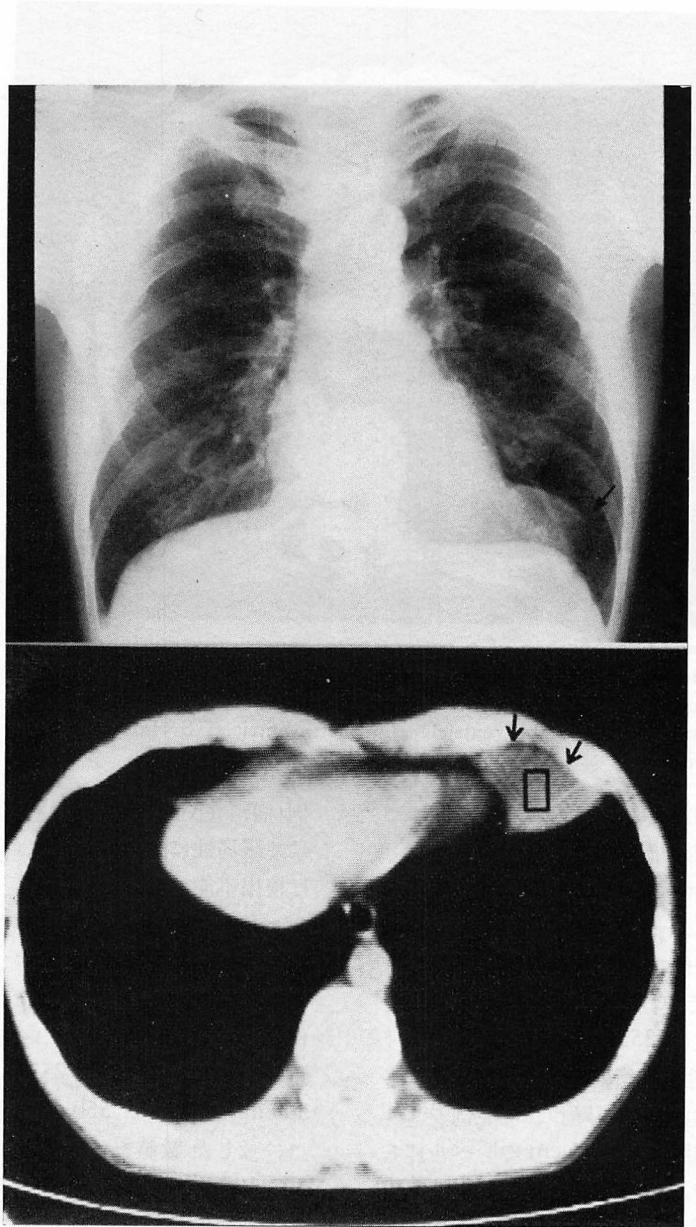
Computed tomogram of a patient with pericardial cyst.
